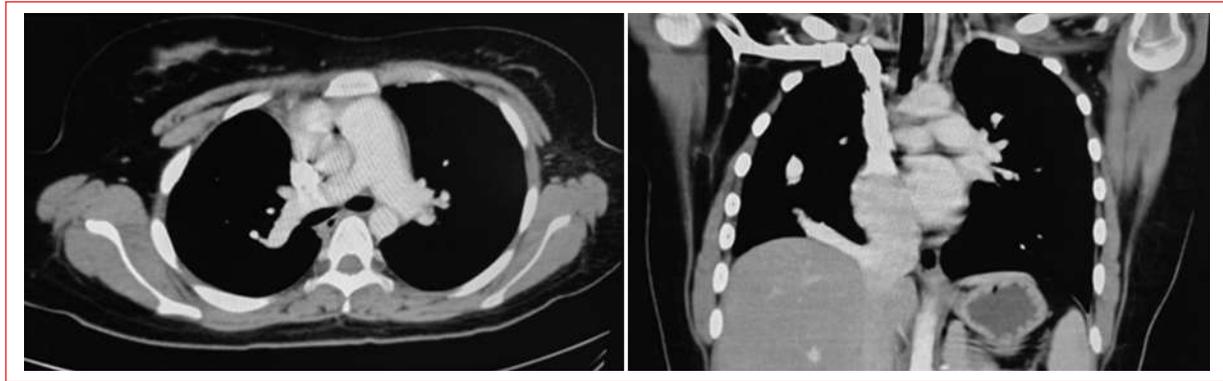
Signo de la cimitarra en la angiotomografía. Se observa un retorno venoso pulmonar anómalo hacia la vena cava inferior.
